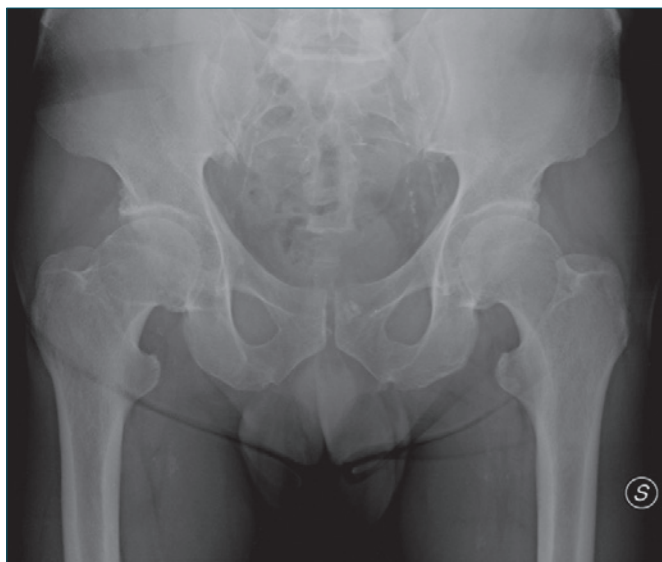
Uomo di 48 anni: radiografia preoperatoria in proiezione antero-posteriore.
